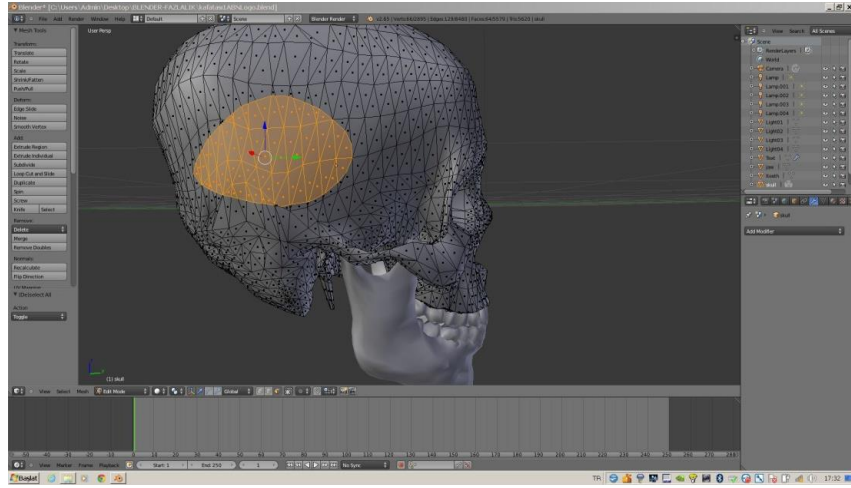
Yüz kemik kırıklarının 3D-BT ile rekonstrüksiyonu.
